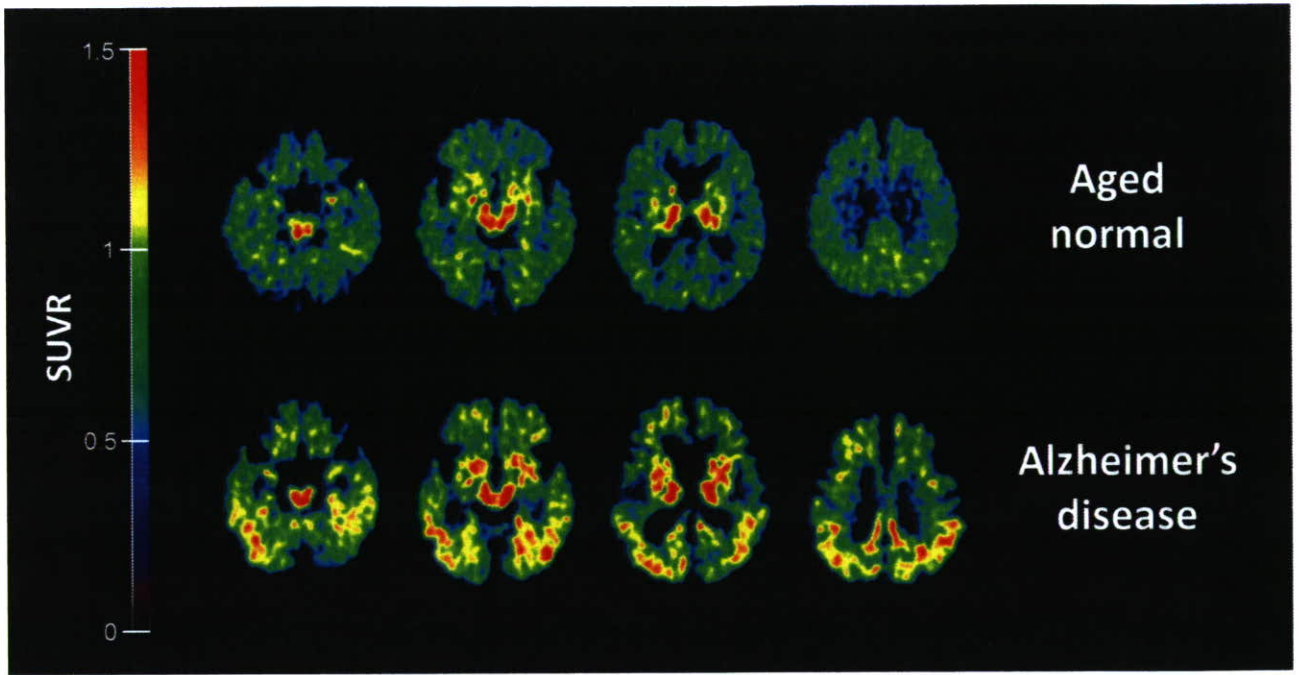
健常高齢者 (Aged normal)、アルツハイマー病 (AD) 患者の ^{18}F FACT PET 画像 (投与 10～30 分後の SUVR 画像)
